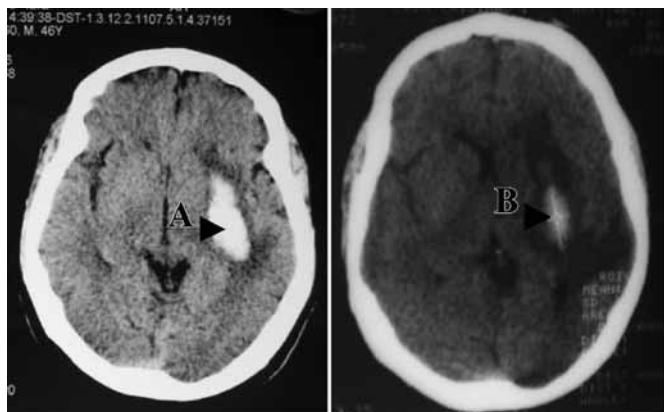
Dinamica imaginii CT în hematoma intracerebral. Datele examinării 29.12.06 și 09.01.07: A) hematom acut; B) fenomenul „topirii zăpezii”. Creșterea edemului perifocal, dislocare cerebrală moderată spre stânga.
